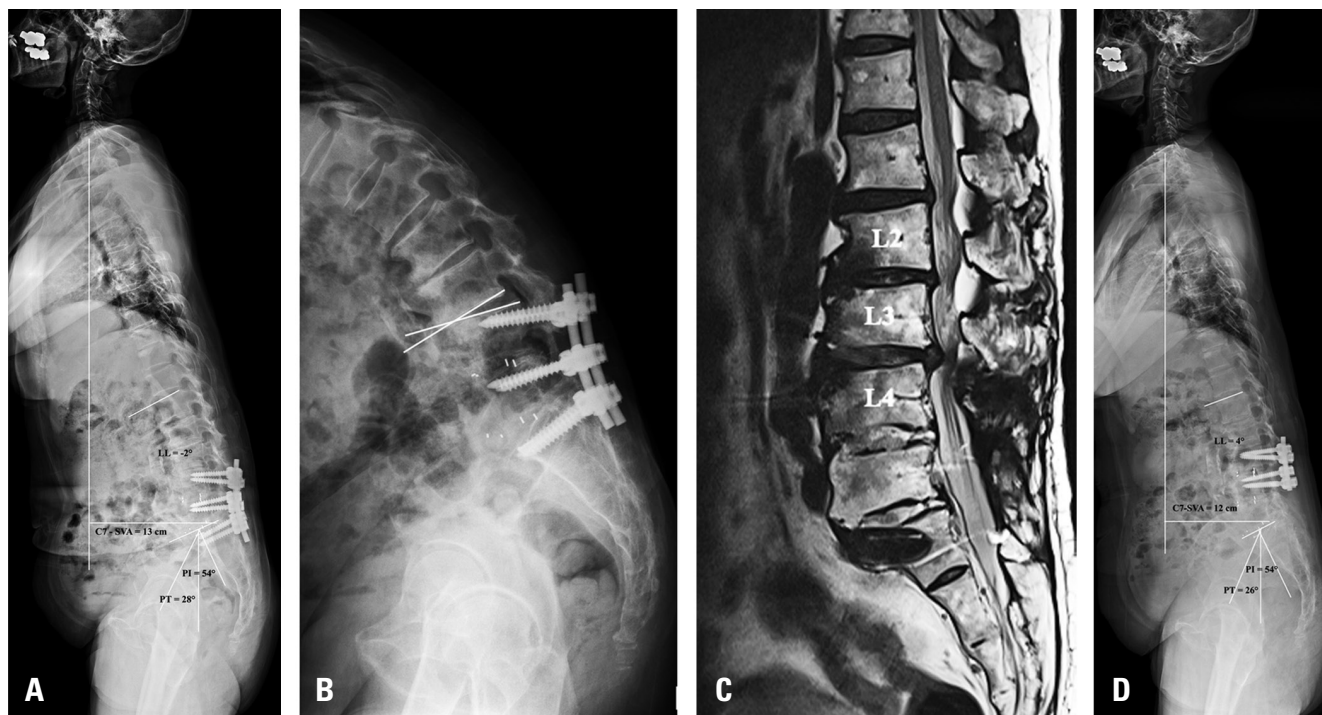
12년전 타병원에서 L4-5-S1 유합술 받고, 현재 양쪽 엉치 통증이 심해서 내원한 67세 여자 환자. 전신 측면 기립 방사선 검사상 C7-SVA 13 cm, 골반 경사 28도로 시상면상 불균형 있었던 상태이며(A), 굴곡 측면 방사선 검사상 제 3-4요추간 불안정성 있는 상태이고(B), MRI 시상면 검사상 제 3-4요추간 협착증 소견 있었음(C). 이전 기기를 제거하고, 제 3-4요추체간 유합술을 하였으나, C7-SVA가 12 cm, 골반 경사가 26도로 거의 호전이 없어, 제 3-4요추체간 불안정성은 없지만, 불편한 증상이 계속되었음(D).
